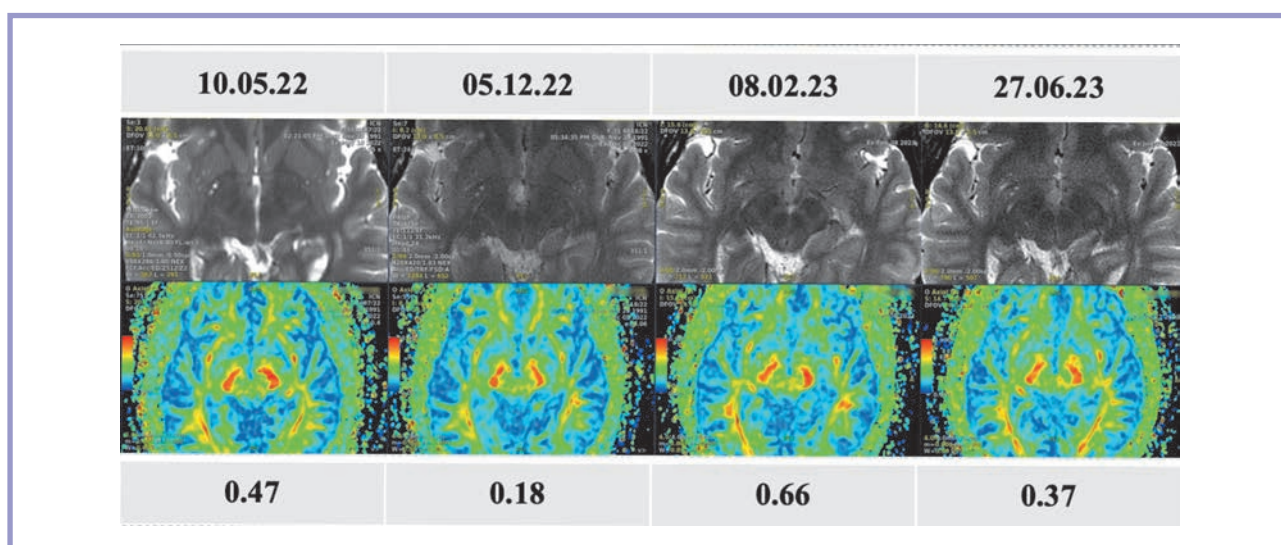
Изменения значений фракционной анизотропии в динамике: до операции, а также через 2 ч, через 3 и 6 мес после операции. Верхние изображения — T2-взвешенные магнитно-резонансные томограммы с толщиной среза 2 мм, нижние — карты фракционной анизотропии и их цифровые значения.
